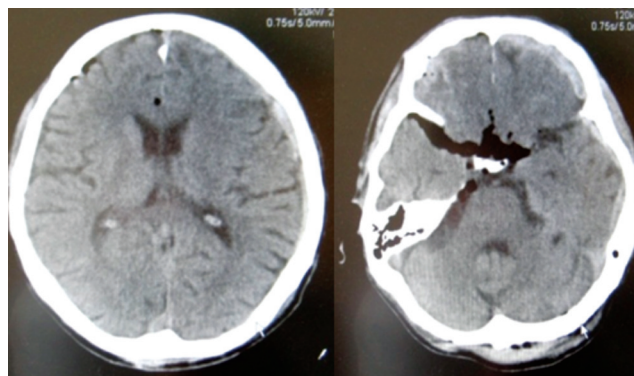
Компьютерная томография головного мозга больного Б. из 3-го кластера
